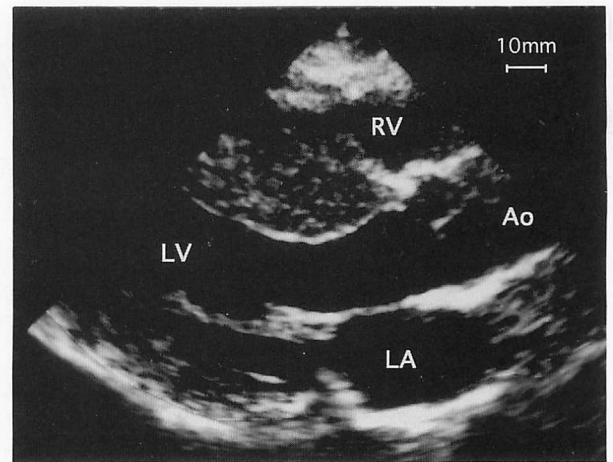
Two-dimensional echocardiogram obtained from parasternal window at end-diastole. Case 1 : A 45-year-old man
